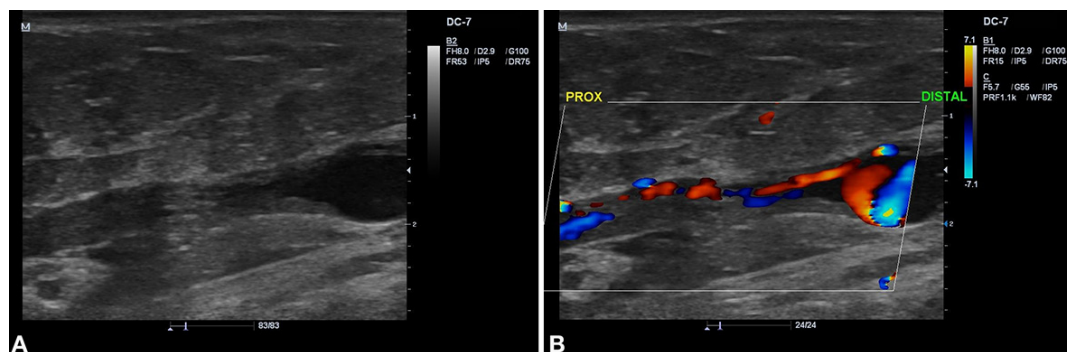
Sonographic images showing recanalization of a mid-distal segment of the lateral accessory saphenous vein (LASV). (A) Mode B; (B) Color mode.
